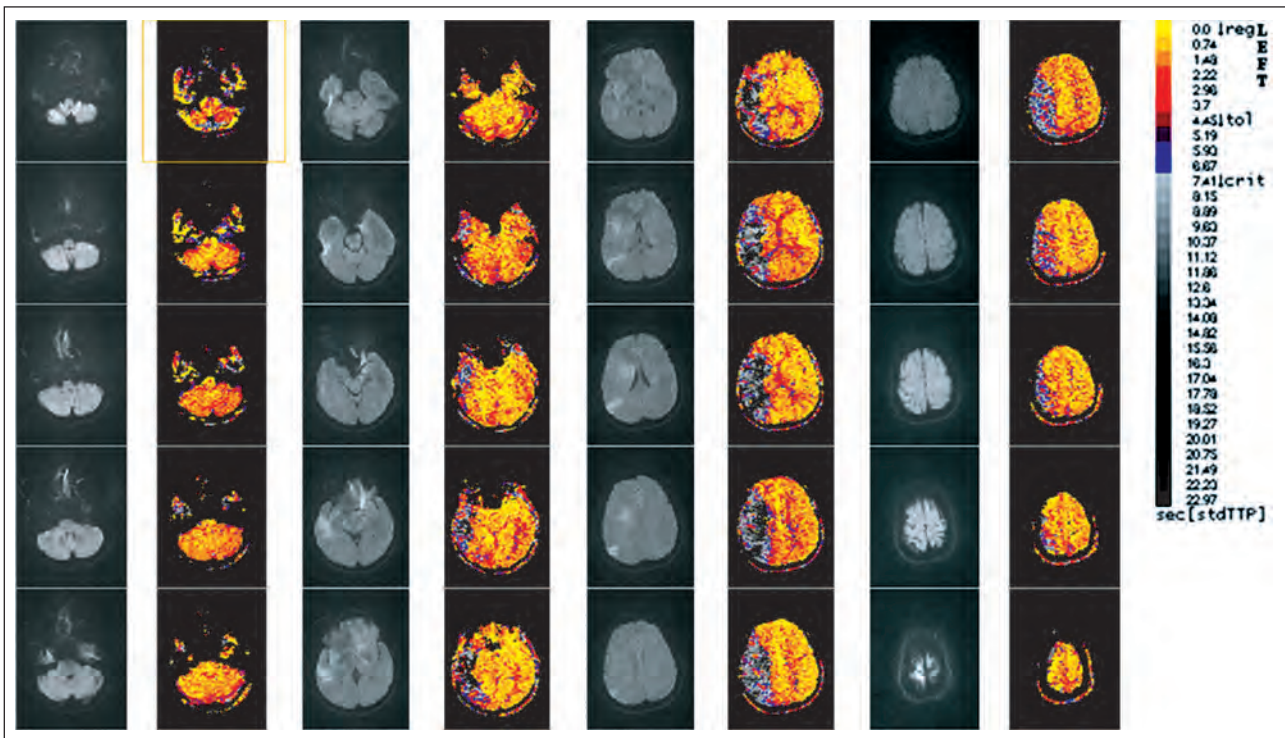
Ausgedehnte, kritische akute Ischämie im Territorium der rechten A. cerebri media mit einem Mismatch: hyperintens (weiß) dargestellte Areale im DWI (Graustufenbilder) zeigen in den korrespondierenden stdTTP-Bildern (jeweils rechts vom DWI gelegenes Farbbild) eine deutlich geringere Ausdehnung als die kritischen Ischämieareale. Bei dieser Patientin lag das Symptombeginnintervall zu diesem Zeitpunkt bei knapp 2 h. Die zeitgleich durchgeführte MR-Angiographie ergab einen Verschluss der rechten A. cerebri media, sodass eine Thrombektomie mit i.a.-Lyse durchgeführt wurde.
